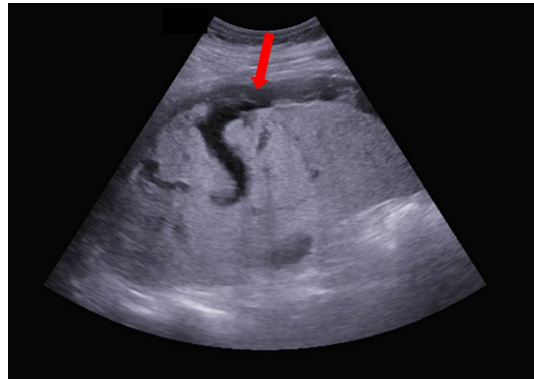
Ultrasonography on arrival. The red arrow indicates fluid collection which was suspicious of blood.
